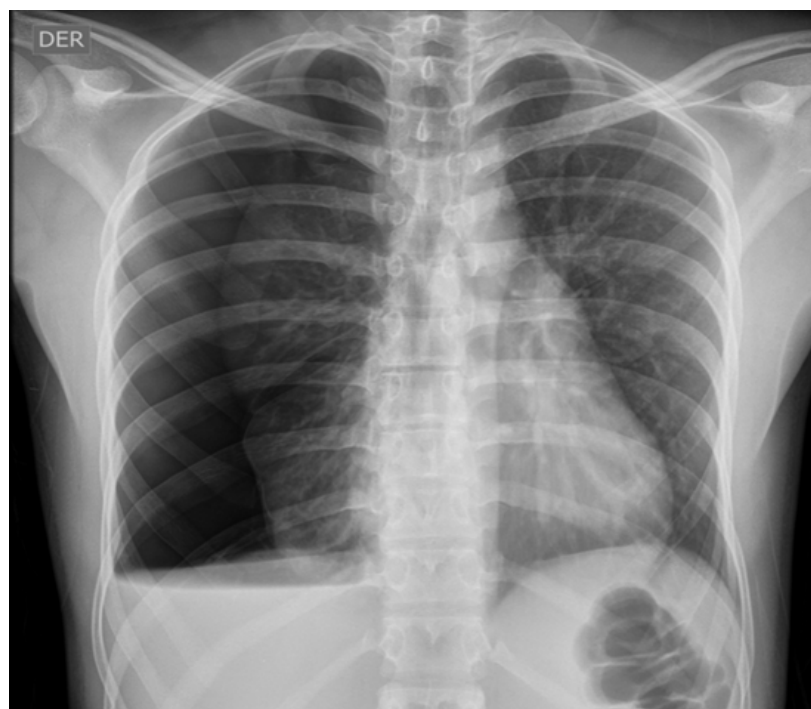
Radiografía de tórax con borramiento del ángulo costofrénico del lado derecho con presencia de nivel hidroaéreo compatible con hidroneumotórax. El neumotórax alcanza un espesor en la base pulmonar de 7 cm en el tercio medio campo pulmonar de 46 mm y en la región apical de 50 mm con cambios atelectásicos significativos en el pulmón derecho.
